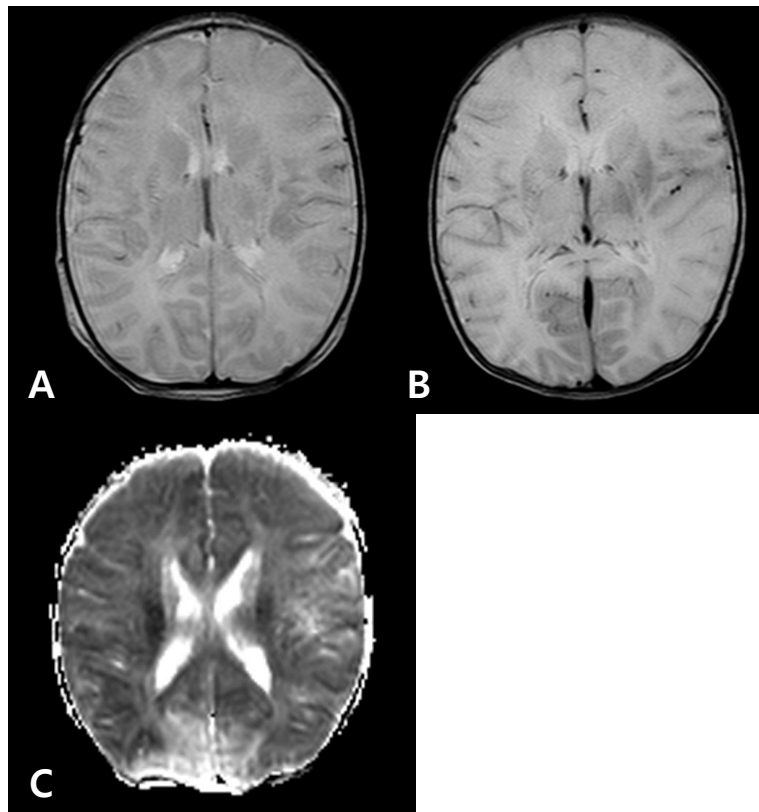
(A) T2-weighted axial images through basal ganglia on hospital day 3, showed no abnormal enhancement. (B) T2-weighted axial images through basal ganglia on hospital day 5, showed generalized increased signal. (C) Diffusion-weighted axial images through basal ganglia on hospital day 5, showed diffuse high signal intensity.
